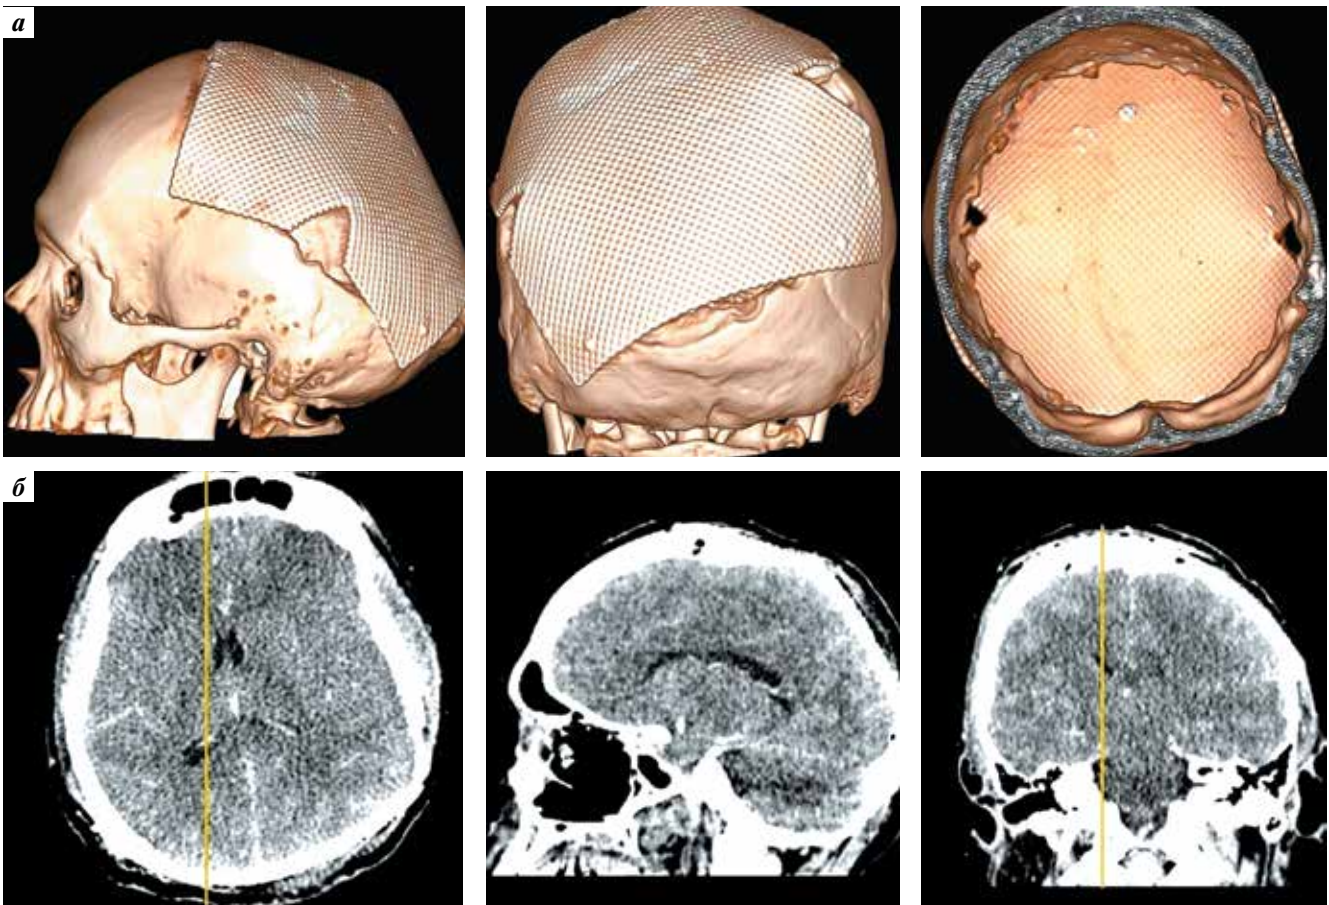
Послеоперационная компьютерная томография черепа: а — положение титановой сетки, закрывающей гигантский дефект костей черепа; б — компьютерная томография головного мозга в стандартных проекциях
